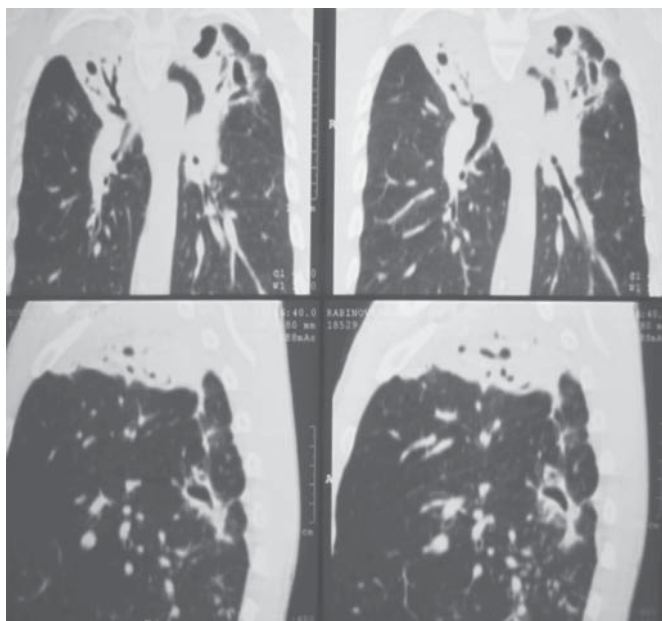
КТ ОГП хворого Р. з двобічними кавернами до оперативного лікування і рентгенограма оглядова після етапного колапсохірургічного лікування.
